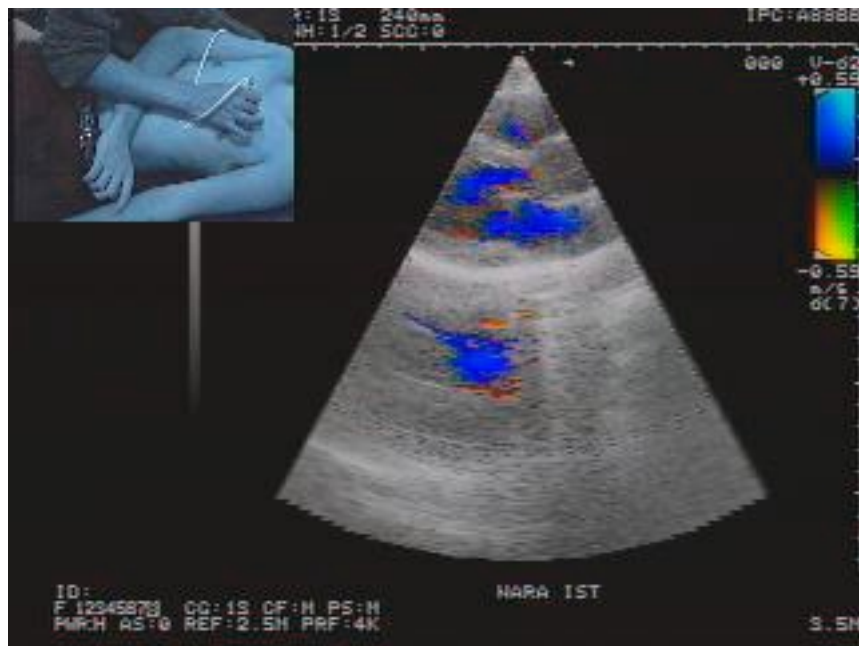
岡山/奈良医用超音波動画像遠隔医療実験 Diagnosis Mode の伝送画像 : 心臓のカラードップラー画像
